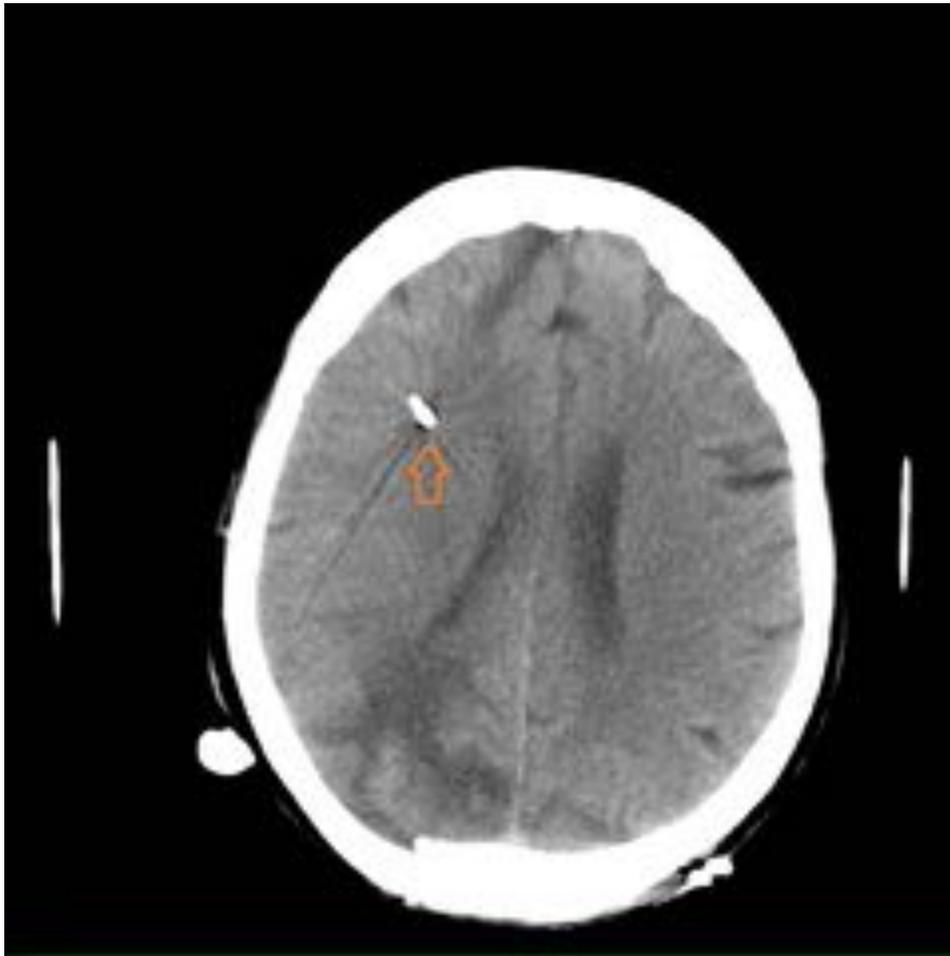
Paciente del caso anterior. TC craneal sin CIV muestra importante borramiento de los surcos del hemisferio derecho y colapso parcial del ventrículo lateral ipsilateral. La punta del catéter de presión intracraneal se muestra bien localizada en el parénquima del lóbulo frontal derecho, a nivel de la SB(flecha najanja).
